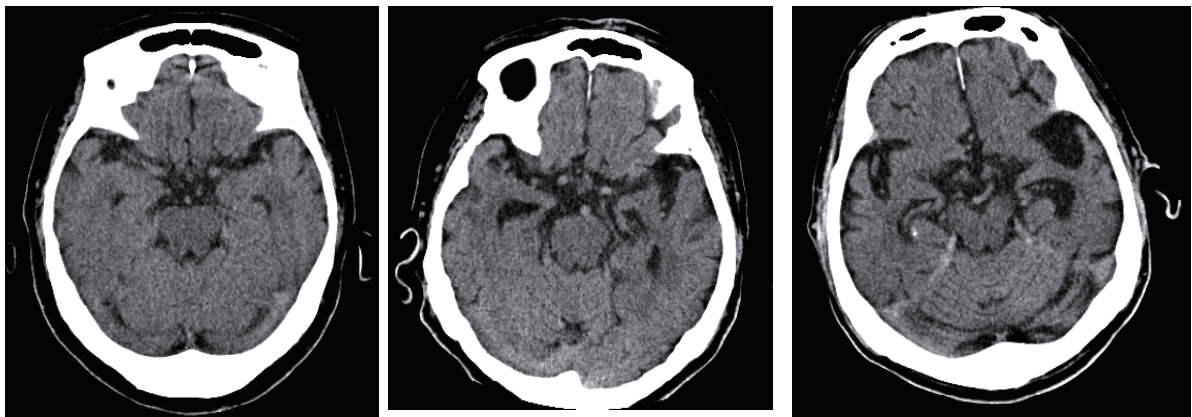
CT画像：3群の典型例(中脳レベル、水平断面)
